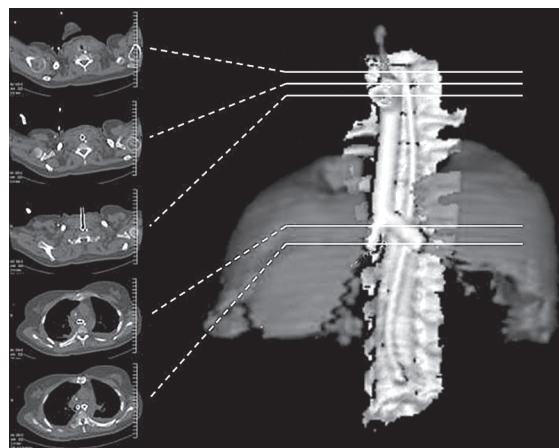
TC de tórax pós-operatória: TC de tórax em plano axial e reconstrução tridimensional evidenciando a prótese traqueobrônquica já posicionada.
